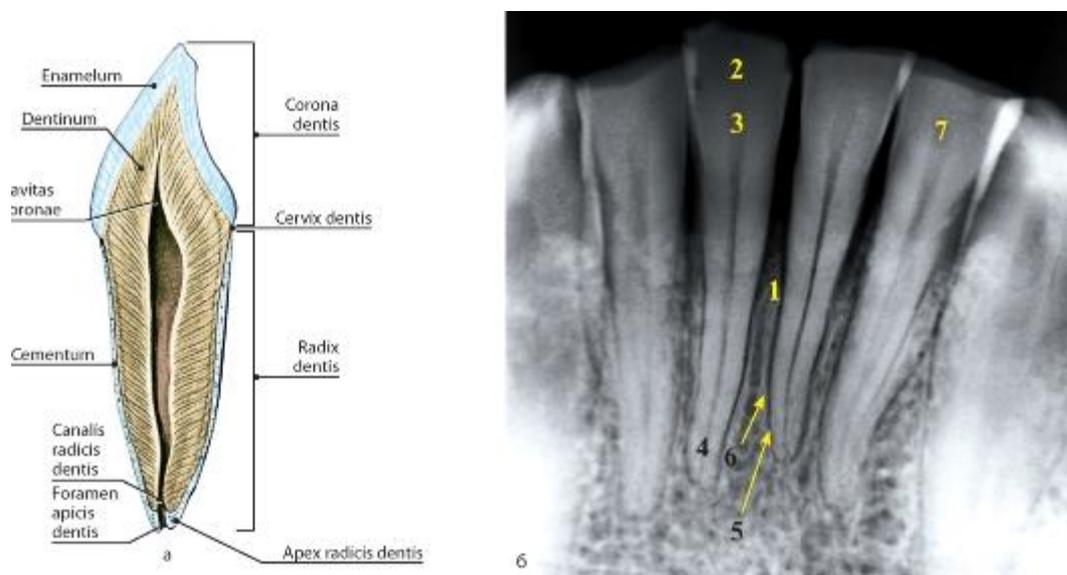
Однокорневой зуб: а - строение; б - внутриротовая контактная рентгенограмма резцов нижней челюсти (по С.К. Терновому): 1 - *septum interalveolare*; 2 - *corona dentis*; 3 - *cervix dentis*; 4 - *apex radices dentis*; 5 - *fissura periodontalis*; 6 - *lamina compacta septi interalveolaris*; 7 - *cavitas dentis*
